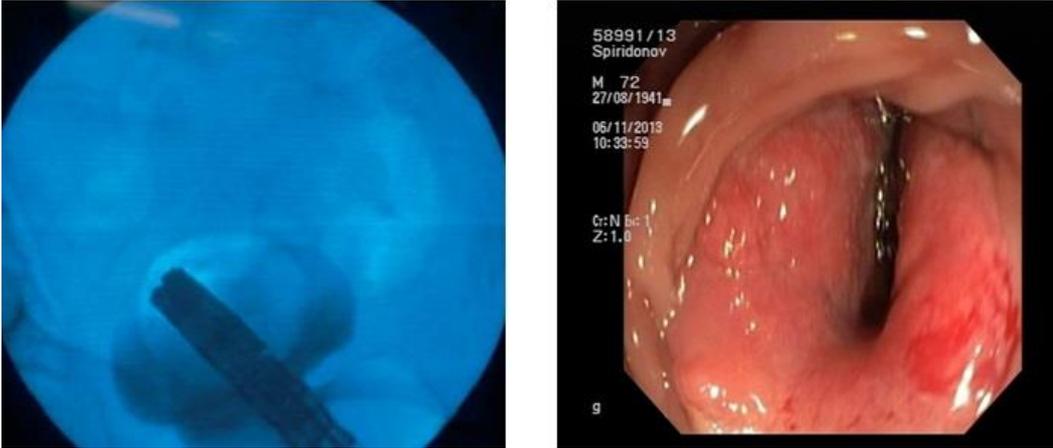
Проведение колоноскопа до места сужения (рентгенография сигмовидной кишки с водорастворимым контрастом и эндоскопическая картина – контраст выше опухолевого стеноза не поступает)
